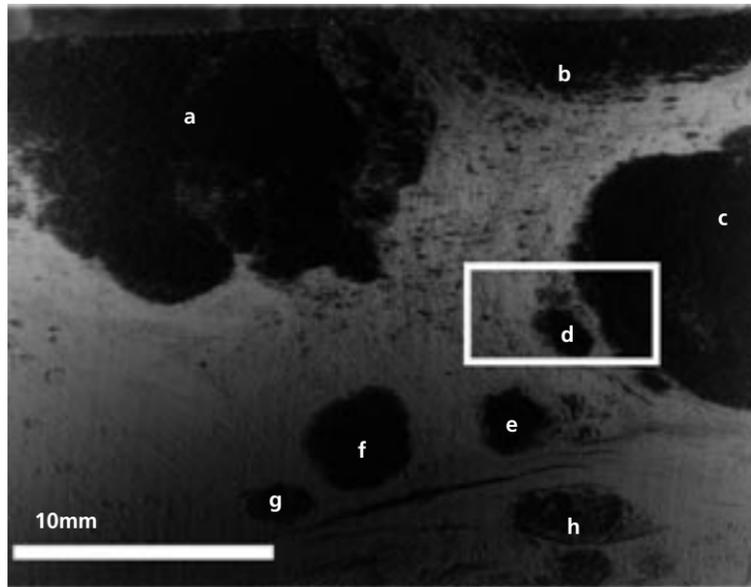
35keVで撮影された2.8 mm厚浸潤性微小乳管ガン試料のX線暗視野像。黒い部分は屈折X線で構成される像。灰色はX線が来ていない部分。レントゲン写真のコントラストは吸収にもとづくので小さい乳ガン細胞巣ほど、また小さい石灰化ほど、さらにX線エネルギーを上げるほどコントラストがつきにくい。この点、X線暗視野法にもとづくコントラストはこれらの制約を受けにくい。a~gは乳ガン巣、□は図3を示す範囲。
